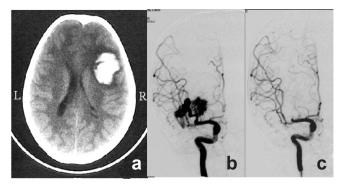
Paciente 18. TC de ingreso demuestra un HIC frontal derecho a. Angiografía carotídea derecha demuestra MAV de arterias lenticuloestriadas en b. La MAV frontal grado III de Spetzler-Martín fue embolizada en su totalidad como demuestra en c.
